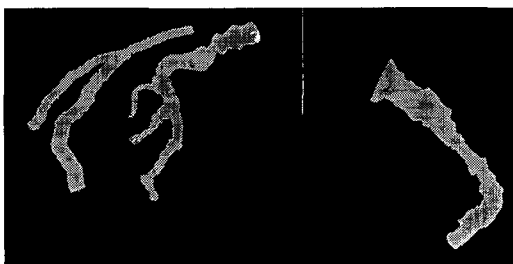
(a)은 3 차원 CT 조영영상으로부터 추출된 골격선과 골격이 분기하는 지점을 찾아낸 결과이다. 그림 8. (b), (c)는 본 연구에서 제안한 기법으로 구축된 3 차원 혈관 모델을 와이어프레임과 표면으로 각각 렌더링 한 결과이다.
